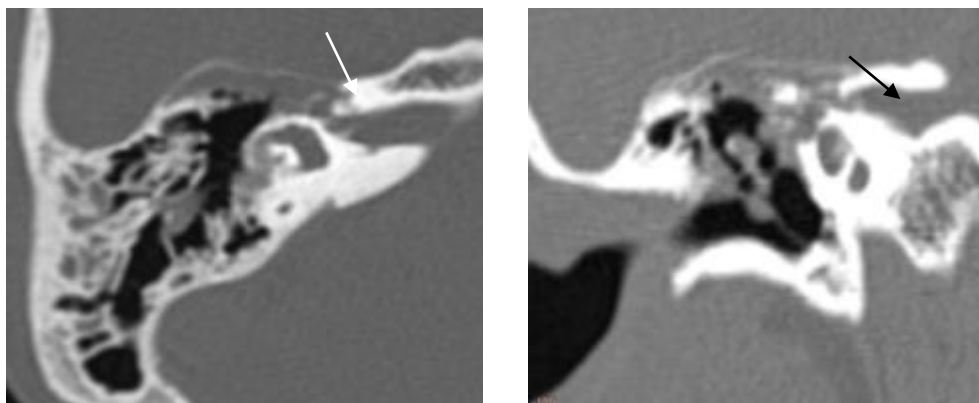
КТ пациентки с СОЛ типа I – аномалия развития канала лицевого нерва, патологическое сообщение с ВСП
